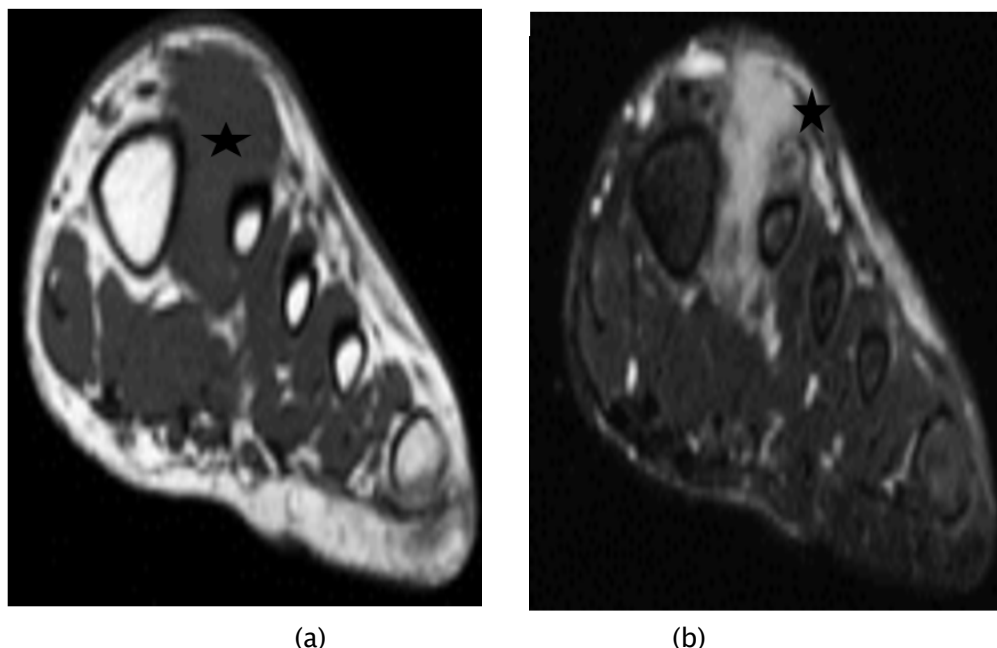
Fibromatose profonde du pied gauche chez une jeune fille de 14 ans. (a) L'IRM coronale pondérée T1 montre une masse, isointense au muscle, entre le premier et le deuxième os métatarsien. (b) L'IRM pondérée T1 avec suppression des graisses augmentée de gadolinium coronal montre une amélioration diffuse de la lésion. (45)
